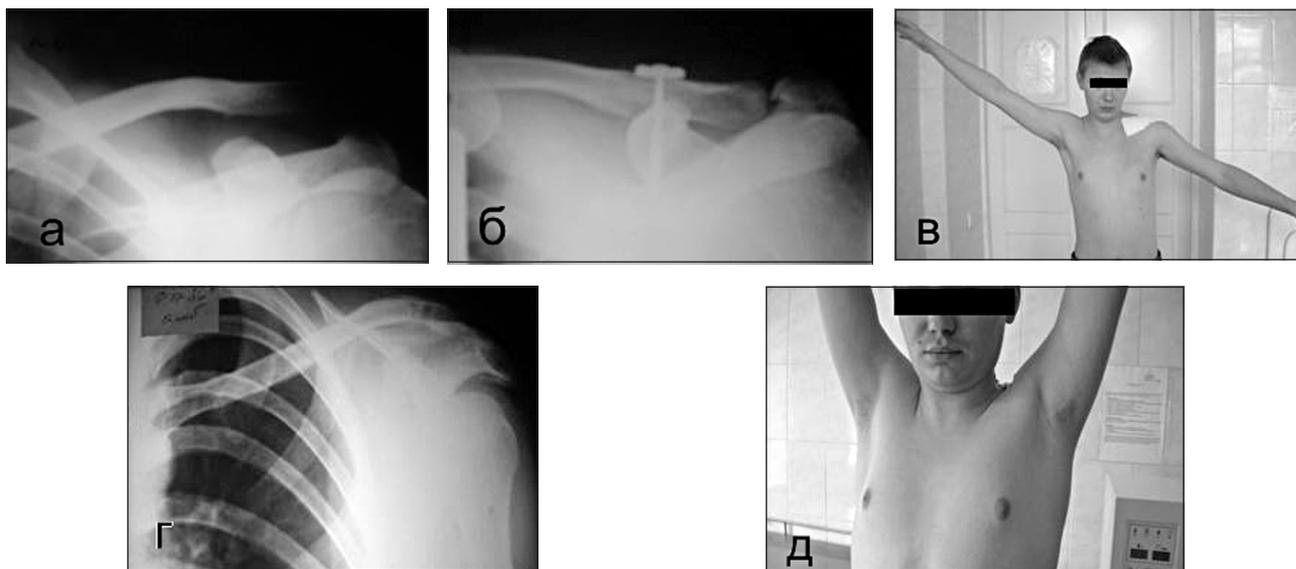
Рентгенограммы и фото больного А. Вывих акромиального конца левой ключицы: а — рентгенограмма при поступлении, б — после операции, в — объем движений на 14-е сутки после операции, г — после удаления металлоконструкции через 4 месяца, д — объем движений после операции
